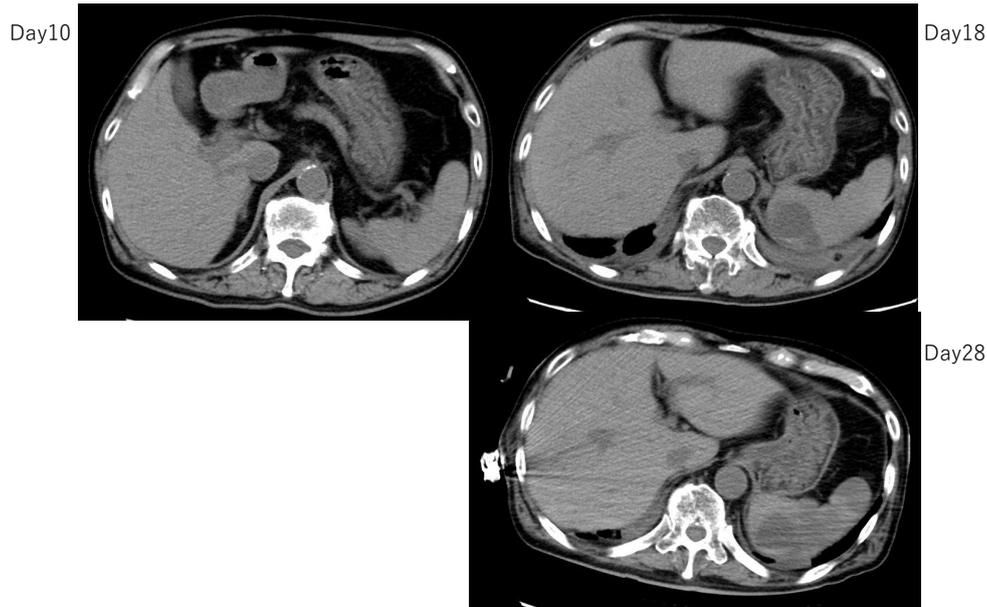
腹部 CT：脾臓に経時的に複数の低吸収域を認め増悪傾向を認める
